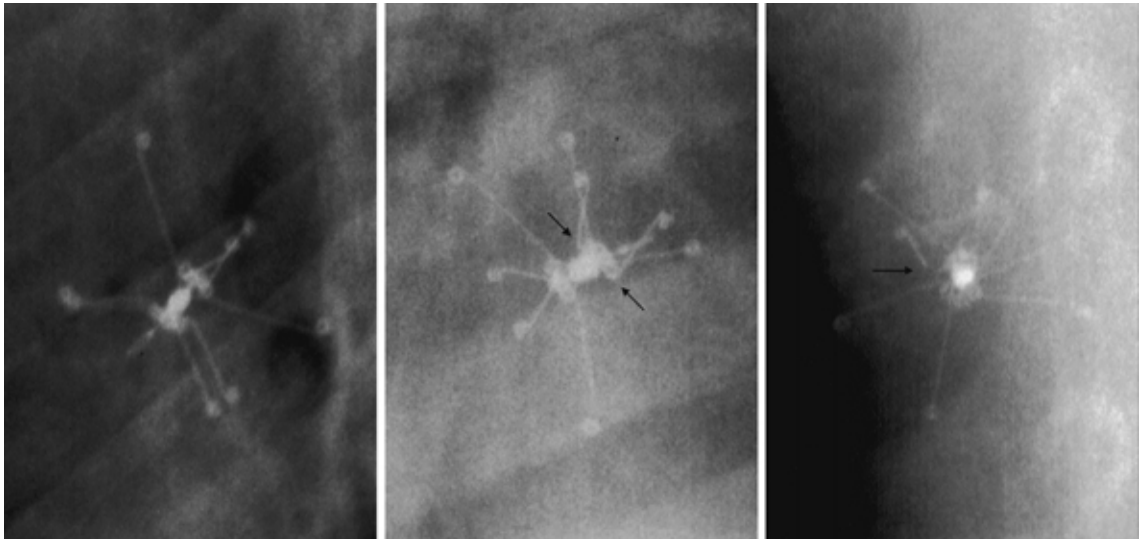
症例2の閉鎖栓アームの破損を示す胸部X線写真
